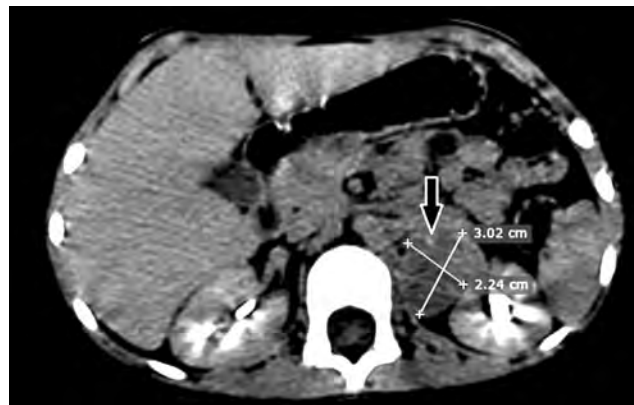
СКТ. Вперше діагностована нейробластома, яка розташовується заочеревинно зліва, розмірами 2,24 × 3,02 см
